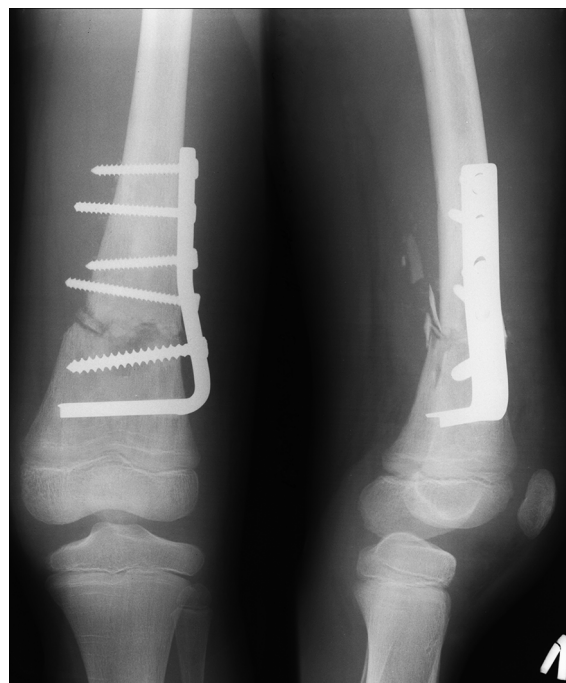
Рентгенограмма левой бедренной кости. Остеосинтез левого бедра пластиной (декабрь 2012 г.).
